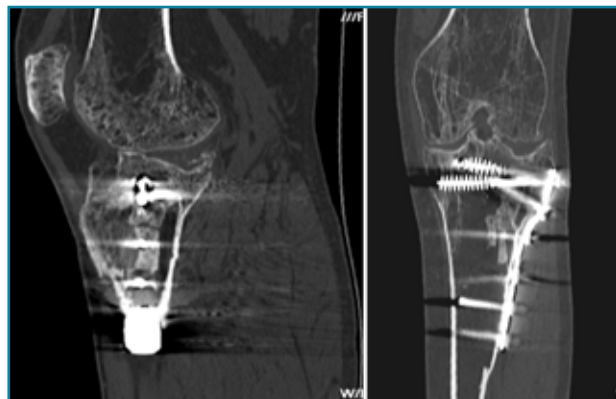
Corte de reconstrucción sagital y coronal de tomografía axial computarizada de rodilla: fragmentos cálcicos incorporados a la medular tibial diafisaria.
